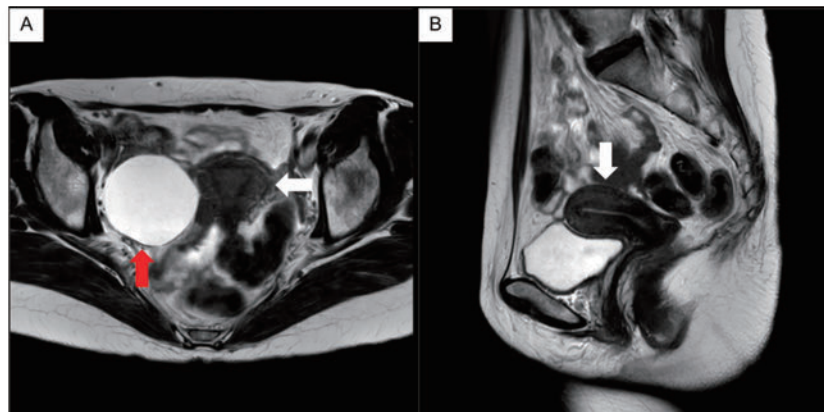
術前の単純MRI T2強調像 (A: 水平断 B: 矢状断)
